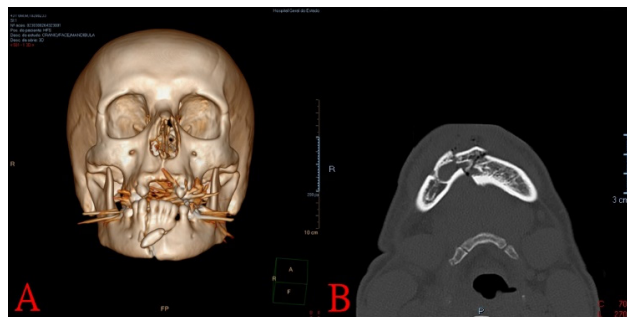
Exame de imagem pré-operatório por Tomografia Computadorizada de face. A - Reconstrução 3D; B - Corte axial.
